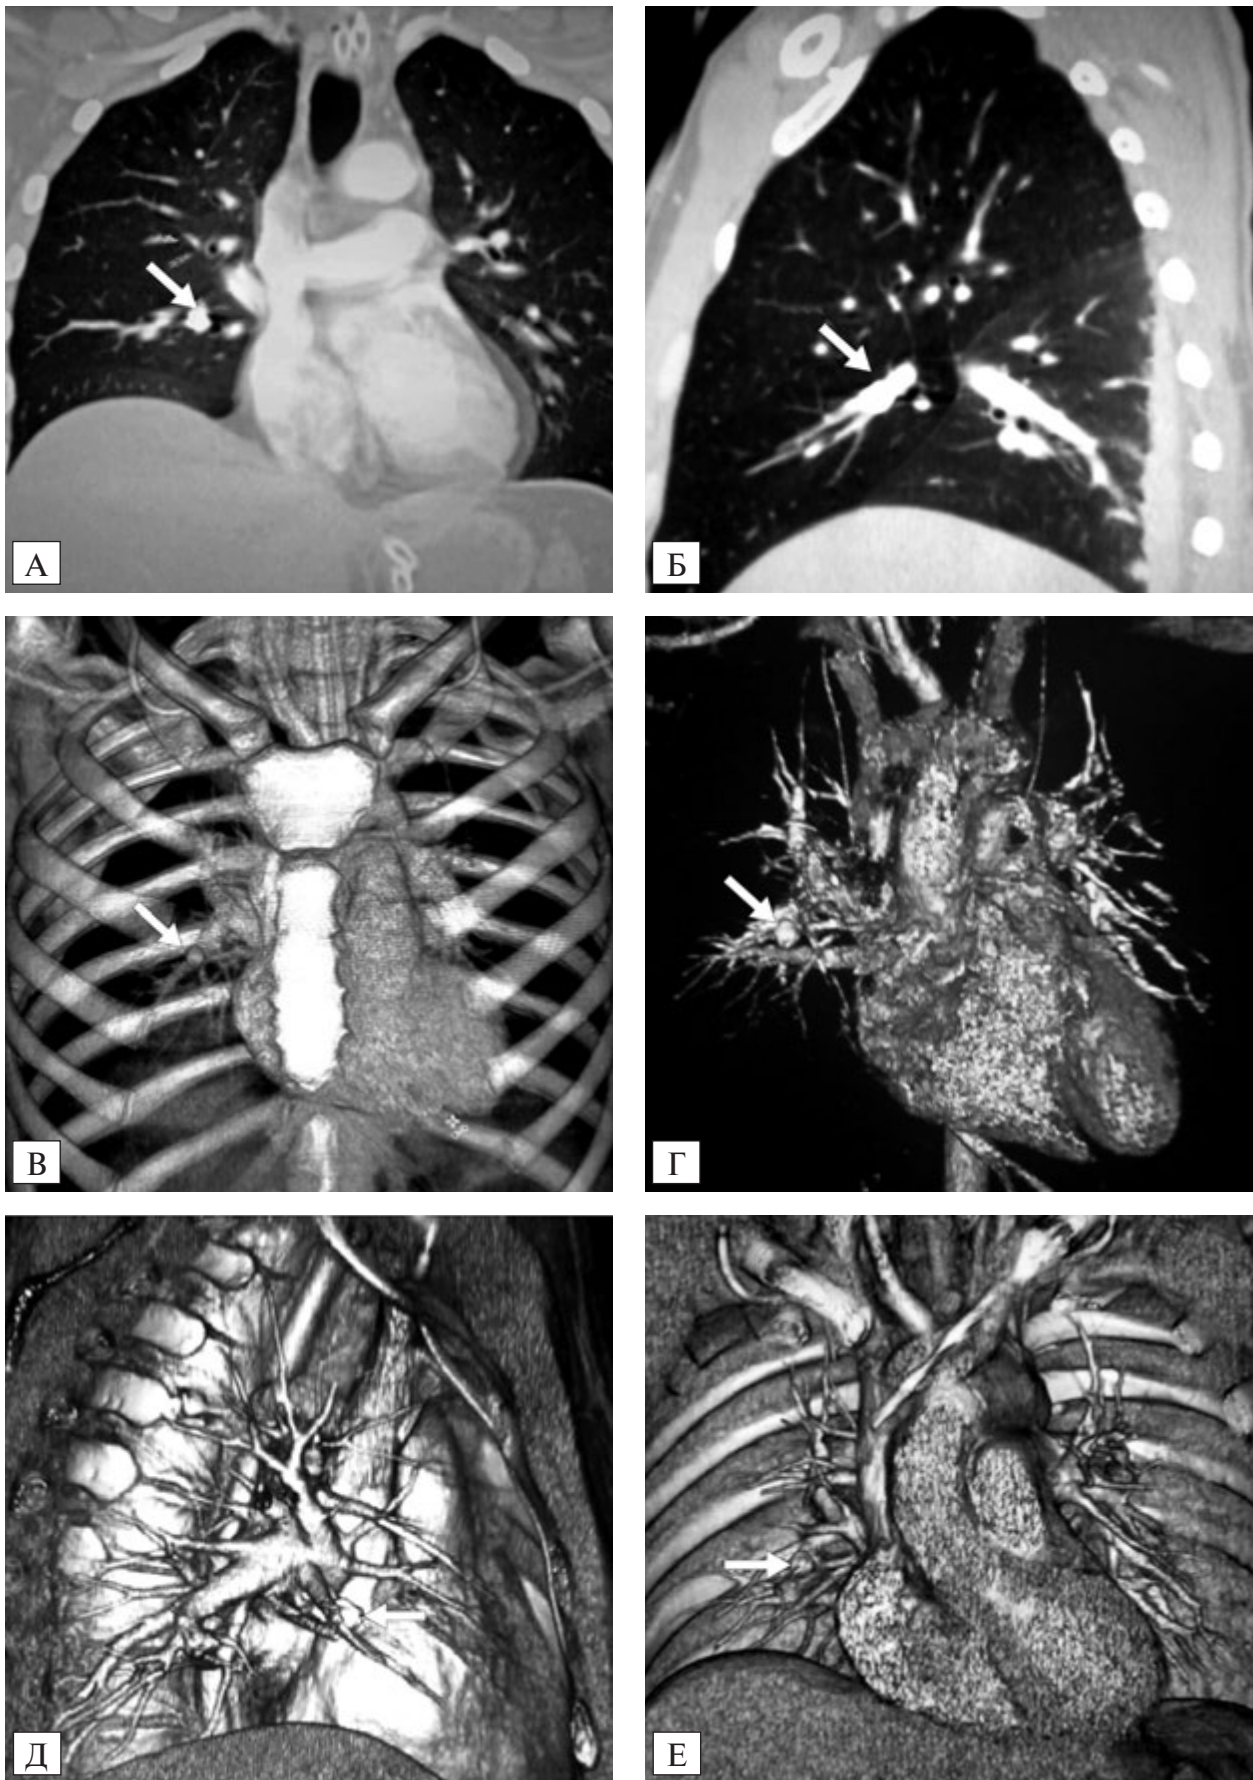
Спиральна КТ на 3-ї сутки після ранення: фронтальна (А) и сагітальна (Б) реконструкція зображення; 3D-реконструкція (В); КТ-ангіографія (Г); КТ-ангіографія з 3D-реконструкцією зображення (Д, Е). Стрелкою обозначено розташування осколка в ветви правої середньолової легочної артерії
